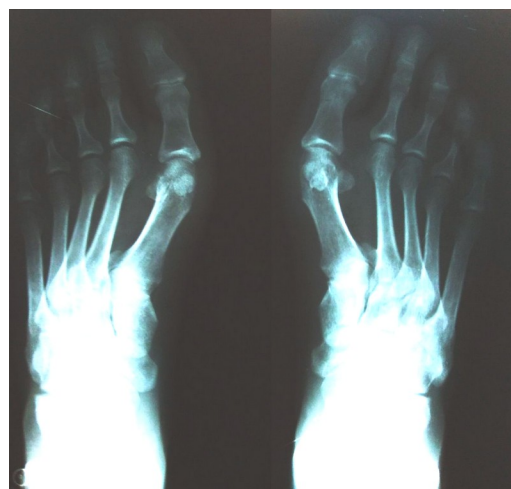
Рентгенография обеих стоп в прямой проекции
